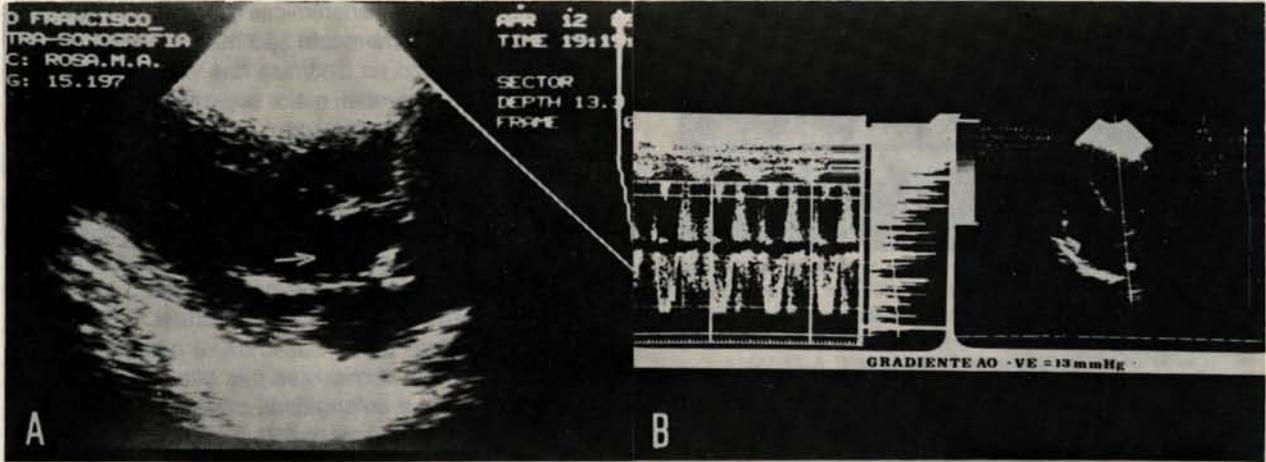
A: ecocardiograma bidimensional mostrando boa abertura valvar; B: "Doppler" aórtico mostrando leve insuficiência (paciente M. A. R.).
